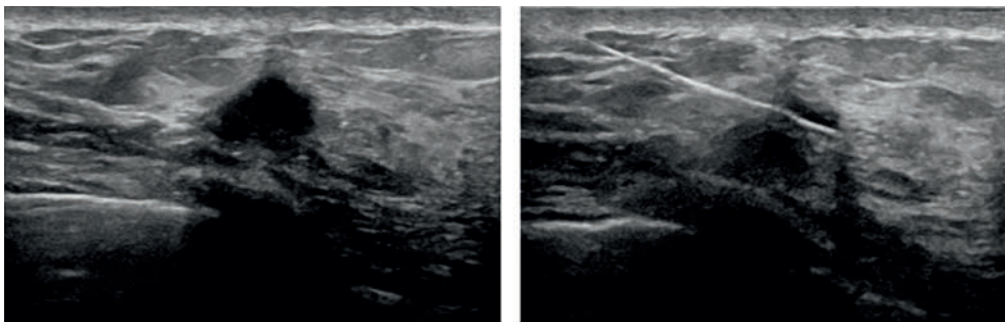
Sonographischer Befund im Bereich des Tastbefundes links sternal bei 9 Uhr, Stanzbiopsie des Befundes
